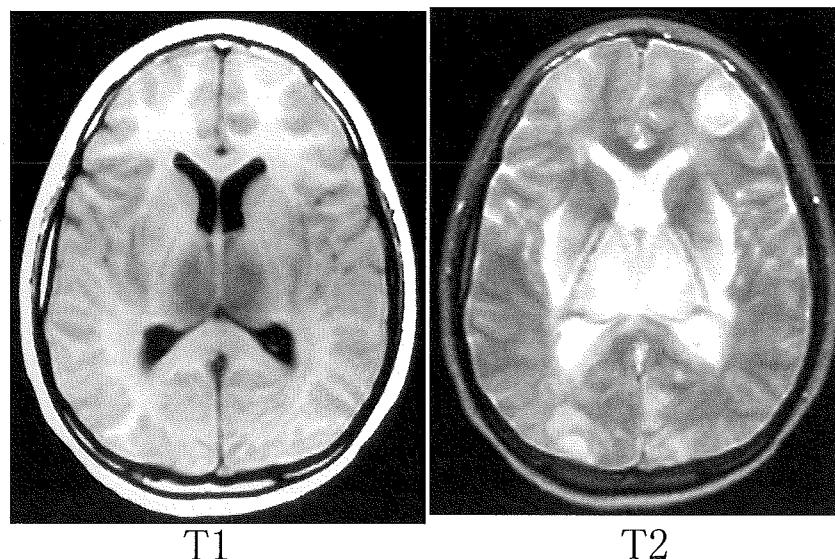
急性壊死性脳症のMRI所見 文献4)より引用
